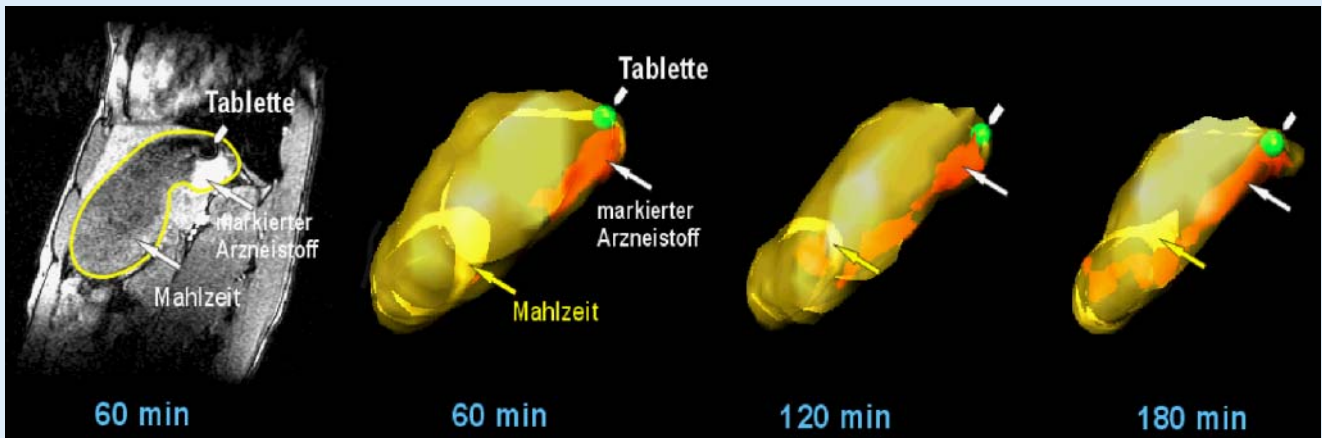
▲ Sagittales MRT-Bild und 3D-Rekonstruktion der Freisetzung und Verteilung eines oralen Arzneistoffmodells (rot) in einer festen Mahlzeit (gelb)
